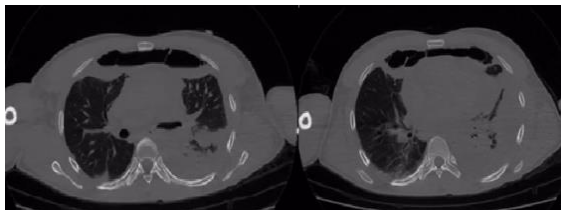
TC DE TORAX DE CONTROLE DO PACIENTE TRATADO NO CASO, APÓS NOVO PICO FEBRIL E ABOLIÇÃO DO MURMÚRIO VESICULAR A ESQUERA. NOTA-SE AUMENTO DA ÁREA DO PNEUMOMEDIASTINO, COM NOTÁVEL PRESENÇA DE LIQUIDO EM TAL ESPAÇO, COM FORMAÇÃO DE NÍVEL HIDROAÉREO.
